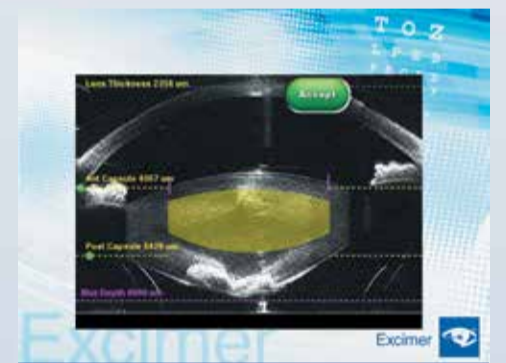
Оптическая когерентная томография переднего отрезка пациента. Визуализируется помутнение в проекции задней капсулы хрусталика (гиалоидная артерия)
